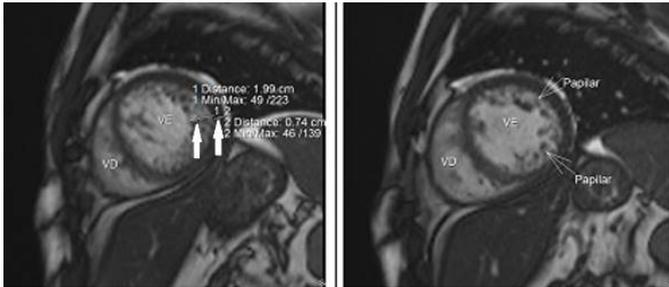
Ressonância nuclear magnética evidenciando relação do miocárdio não compactado com o compactado de 2,6:1.
